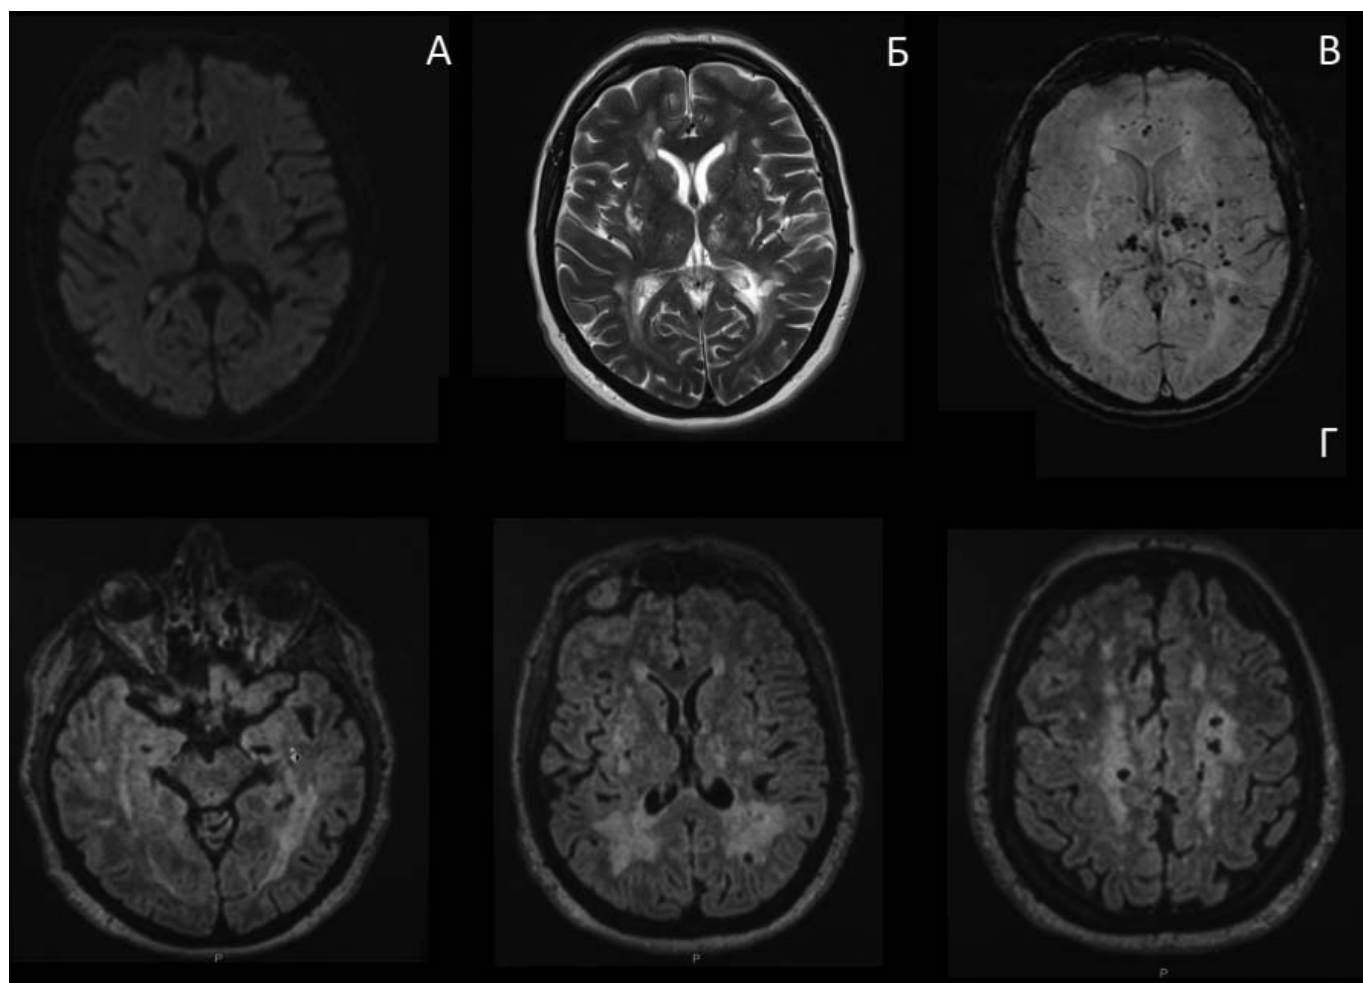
МРТ головного мозга: А — диффузионно-взвешенное изображение; Б — режим Т2 (лакуны, расширение периваскулярных пространств); В — SWI (множественные глубинные церебральные микрокровоизлияния); Г — FLAIR (выраженная гиперинтенсивность белого вещества)
